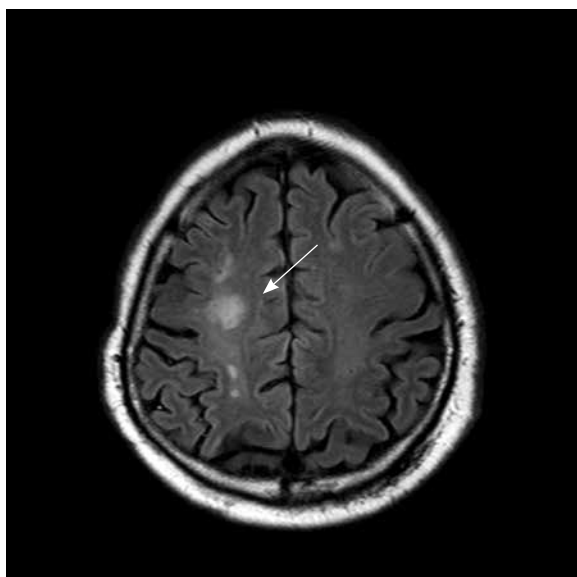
Пациент И., МРТ, T2-ВИ. Очаг пониженной плотности в белом веществе теменной доли справа (стрелка) – группа 3
